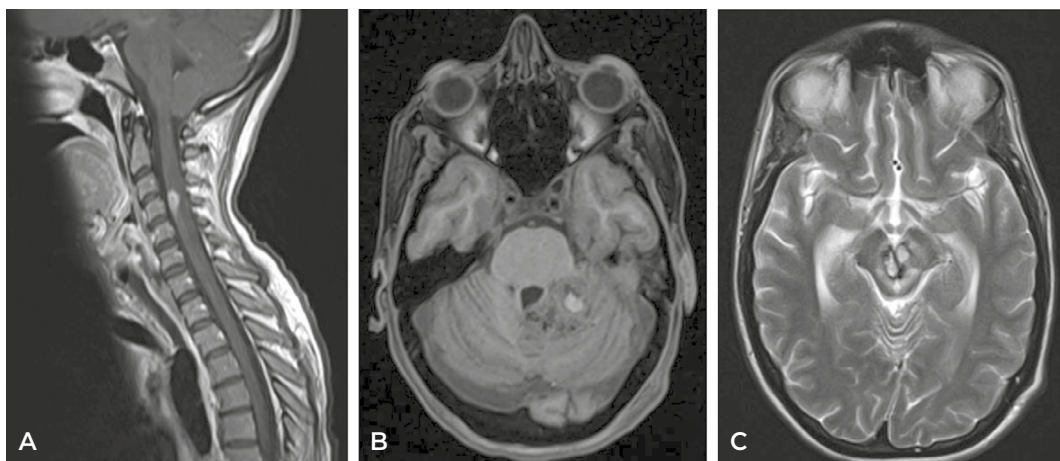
Resonancia magnética de columna cervical sagital en T1 (A), craneal axial en T1 (B) y T2 (C). Se observan lesiones hemorrágicas a nivel de C4, cerebelo izquierdo y mesencéfalo, con halo de hemosiderina en esta localización.
